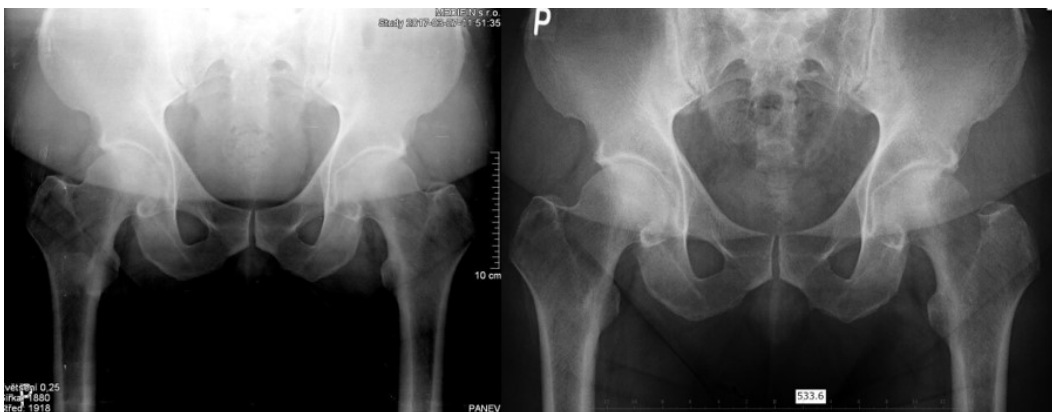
Pacient č. 2 – RTG v AP projekci; (Zdroj: archiv MUDr. Chládky) vlevo snímek před operací (žlutá-zadní okraj acetabula, zelená-přední okraj; přerušovaná čára-stav před operací, plná čára-cíl operace), vpravo snímek po operaci (plná čára-přední okraj *acetabula*, přerušovaná-zadní okraj)
